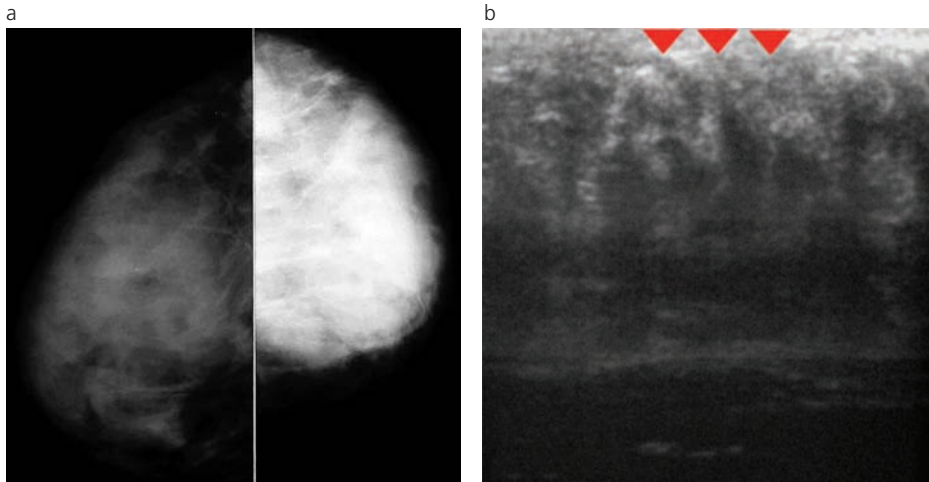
Mastopatía Diabética. Paciente de 38 años con Diabetes Tipo I de larga data. Al examen físico presenta induración difusa en la mama izquierda; (a) mamografía bilateral en incidencia CC que muestra parénquima denso; (b) ecografía de mama izquierda que evidencia masa irregular hipoeoica con marcada atenuación posterior (cabeza de flecha).
